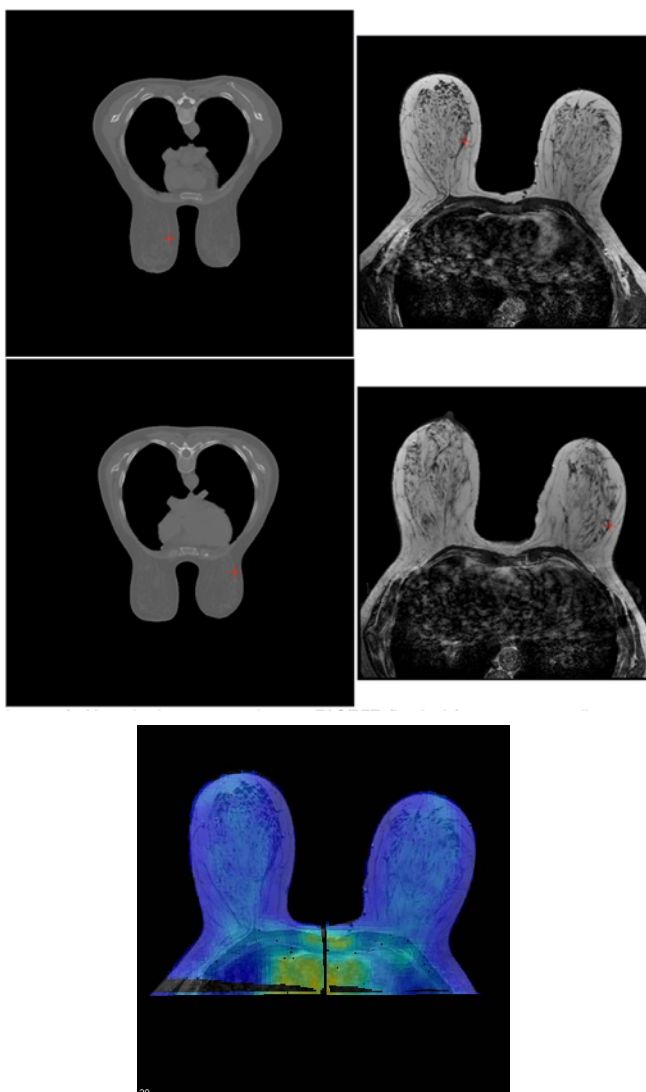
Imagen superior: MRI de la mama (izquierda), imagen de TAC (derecha). Imagen inferior: registro final MRI-PET/TAC
